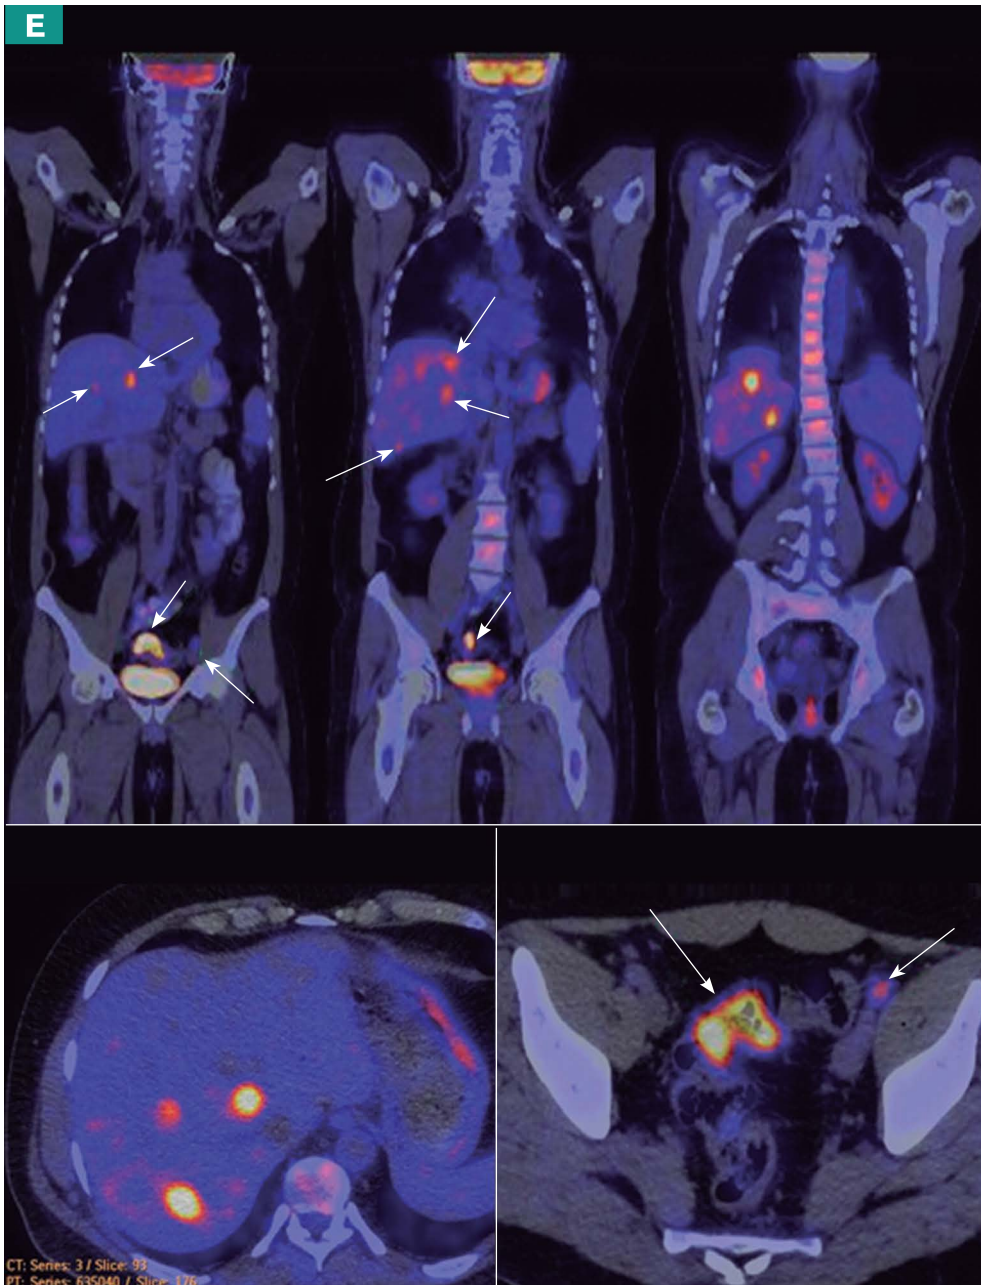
Estudio por imaginología de un paciente de 56 años con sospecha de carcinoma primario oculto. Página anterior (A, B, C, D). A. Imágenes axiales de un estudio tomográfico abdominal que demuestra tres lesiones hepáticas hipodensas sugestivas de metástasis. B. Imagen axial de un estudio tomográfico pélvico que muestra leve engrosamiento de paredes del sigmoides. En el estudio tomográfico no se halló la lesión primaria. C. Imágenes axiales de resonancia magnética en las que se confirmó el origen metastásico de cinco lesiones hepáticas. D. Imagen PET del estudio PET-CT con ^{18}F -FDG realizado para búsqueda del primario y estadificación que muestra actividad infiltrativa hepática en nueve lesiones focales hipermetabólicas y una lesión hipermetabólica en pelvis. En esta página. E. Imágenes de fusión PET-CT (en el centro coronales y a la derecha axiales), que demuestran nueve lesiones infiltrativas hepáticas metastásicas y se identifica que la lesión hepática primaria se encuentra en el colon sigmoides con algunas adenopatías regionales positivas para tumor. Dr. Iván Fabricio Vega González.
